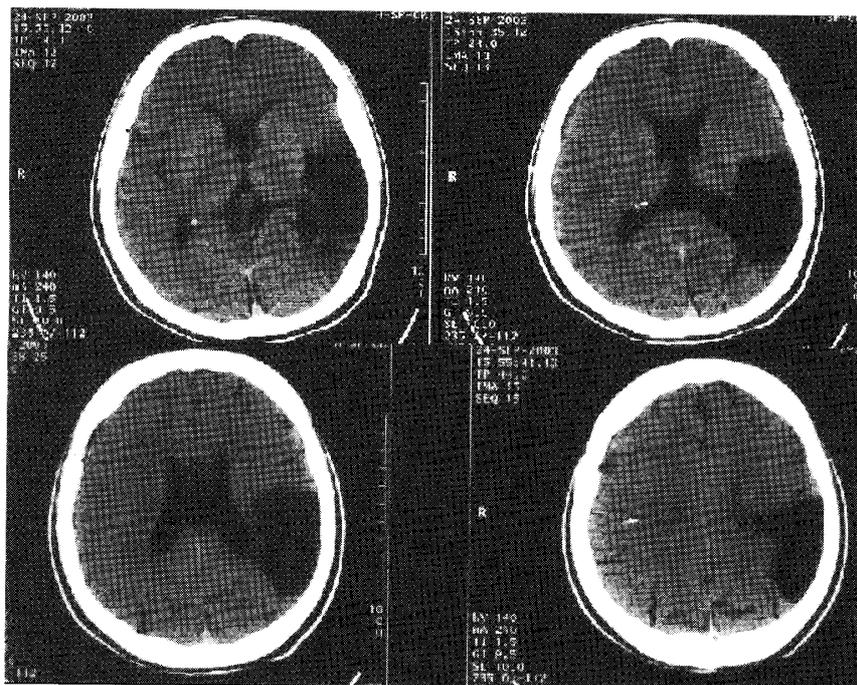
症例 S.R. 頭部 CT (画面右側が左半球)
